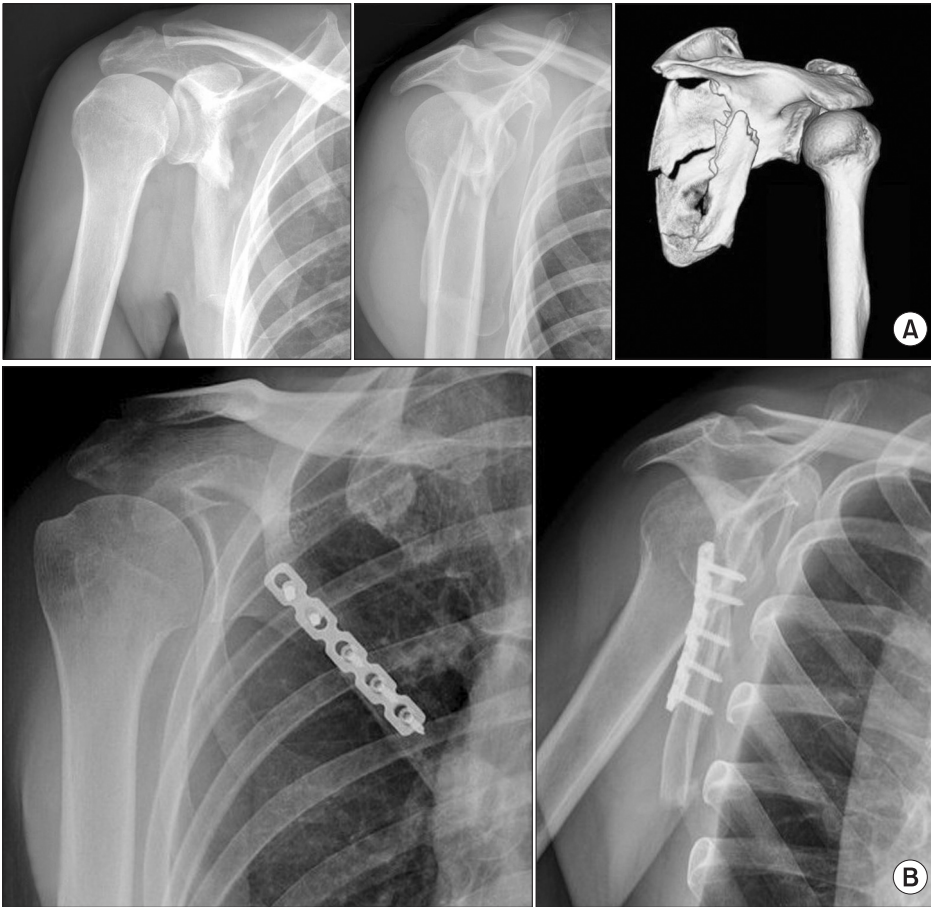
A Fifty-year-old female, fracture of the right scapular body with comminution of lateral border. (A) Plain and computed tomography image showed a comminuted fracture with  $26.2^\circ$  of glenopolar angle (GPA) and 37 mm displacement. (B) After fixation of the lateral border with a dynamic compression plate and wiring for the medial border, GPA changed to  $31.8^\circ$  without displacement and angulation. (C) Radiographs after the removal operation.
